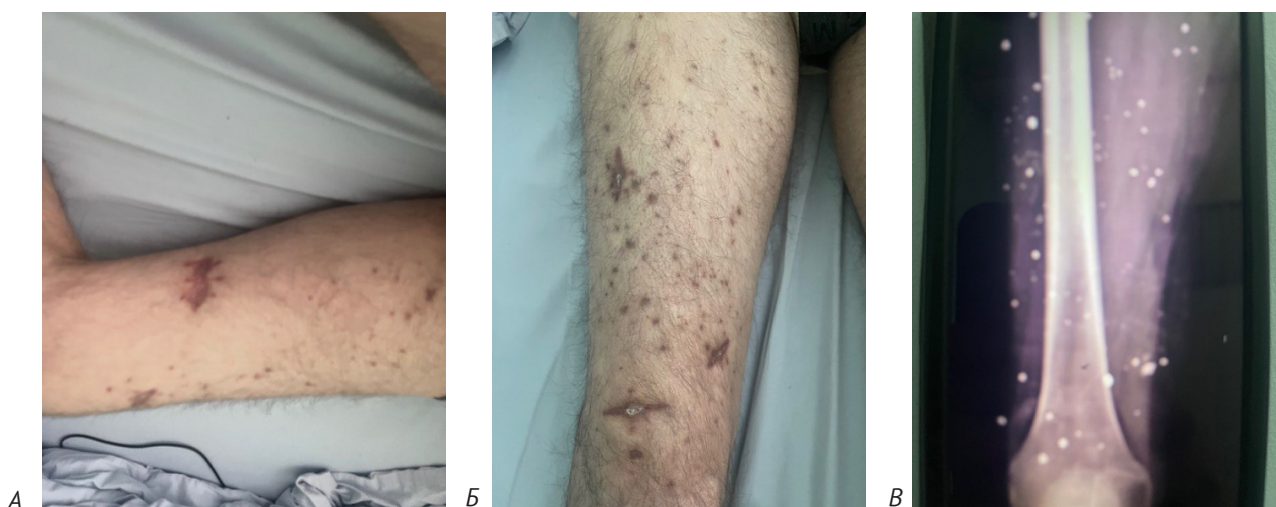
Наслідки уламкового поранення правої нижньої кінцівки (А – стегно, Б – гомілка), місця проникнення у м'які тканини гомілки та стегна. При рентгенівському обстеженні множинні уламки м'яких тканин (В).
